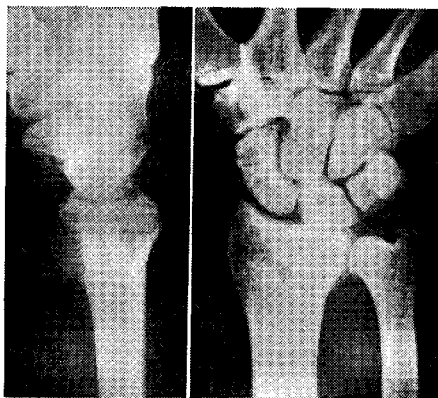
Lesão traumática do punho direito em homem de 30 anos que sofreu acidente de tráfego (despiste e queda da motorizada). Observado quatro horas após o acidente, o punho e mão apresentavam forte tumefacção, particularmente da palma e dedos. A radiografia revelou fractura do escafoide cárpico associada a fractura sem desvio da extremidade distal do rádio, fracturas de aparência desproporcionada para a gravidade da lesão das partes moles.
